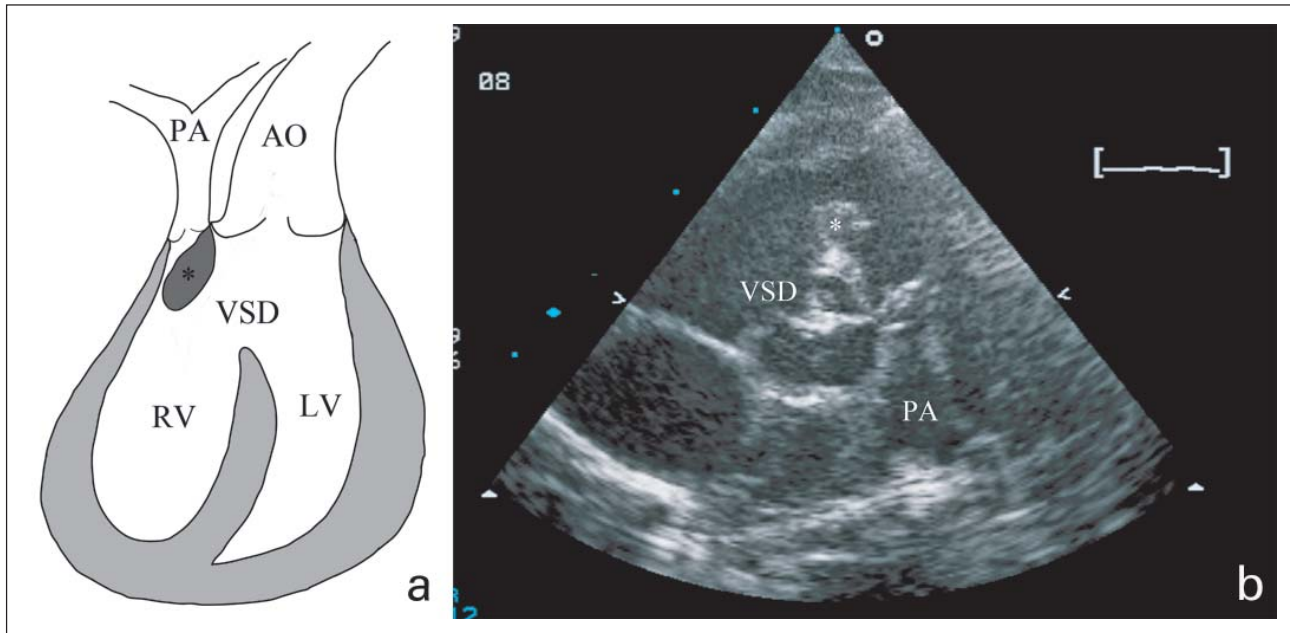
(a): Fallot'sche Tetralogie mit Deviation des „outlet“ Septums (Stern) in den rechtsventrikulären Ausflusstrakt mit der Folge einer Subpulmonalstenose; (b): Kurze Achse einer transthorakalen Echokardiographie mit verdickter und dysplastischer Pulmonalklappe. PA = Pulmonalarterie; VSD = Ventrikelseptumdefekt
